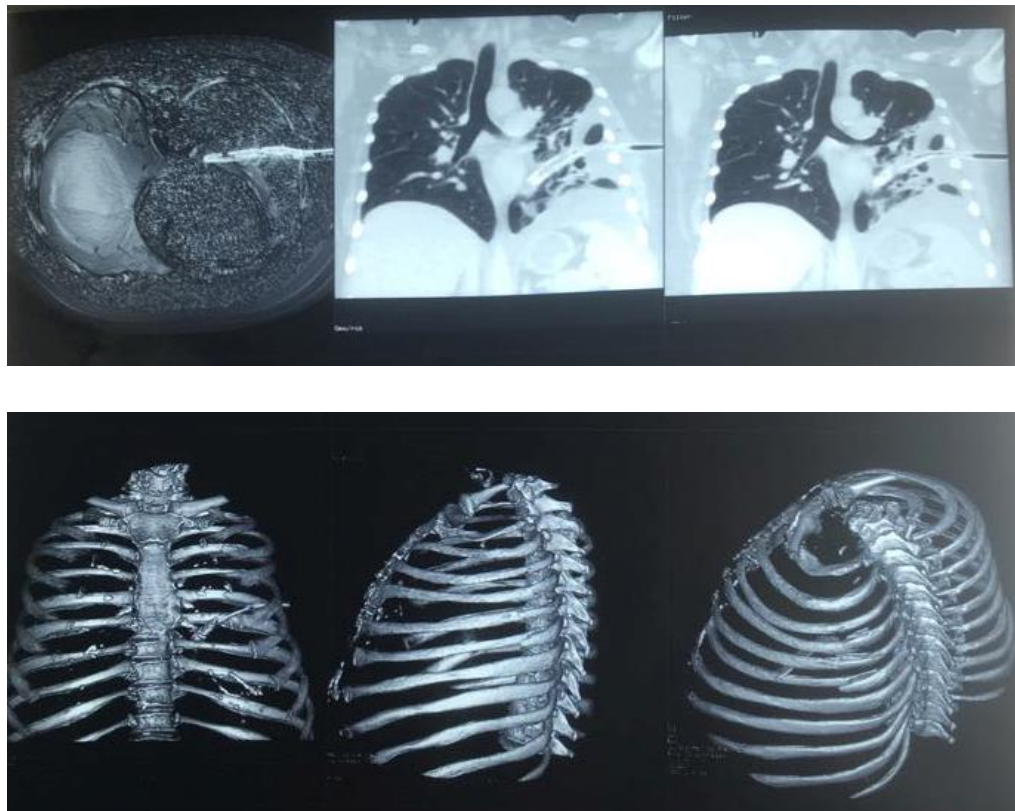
TAC con reconstrucción 3D
